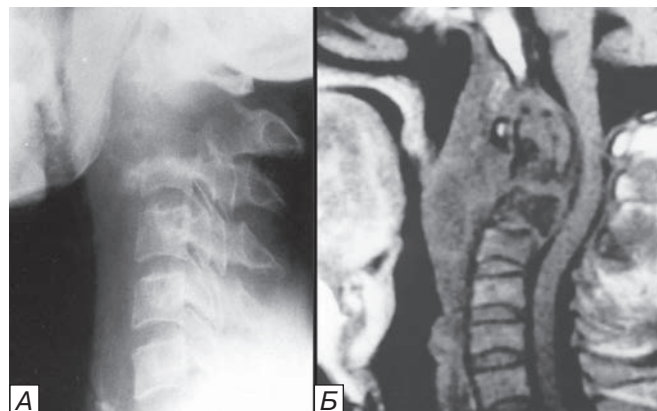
Деструкция C1, зубовидного отростка и тела C2, и частично тела C3 позвонков с образованием обширного ретрофарингеального абсцесса: а — боковая рентгенограмма краниовертебральной области; б — МРТ краниовертебральной области.
